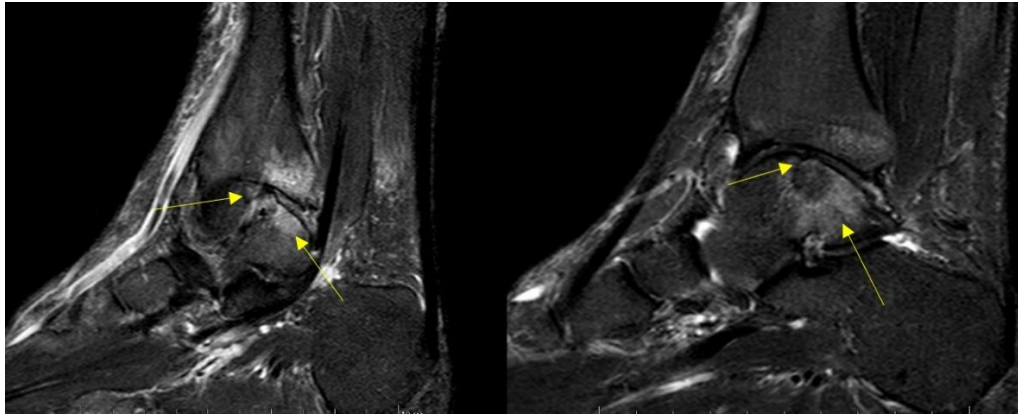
Клинические примеры – данные МРТ в послеоперационном периоде на сроке 12 месяцев: несоответствие уровня трансплантата уровню суставного хряща блока таранной кости (а); соответствие уровня трансплантата уровню суставного хряща блока таранной кости (б).
